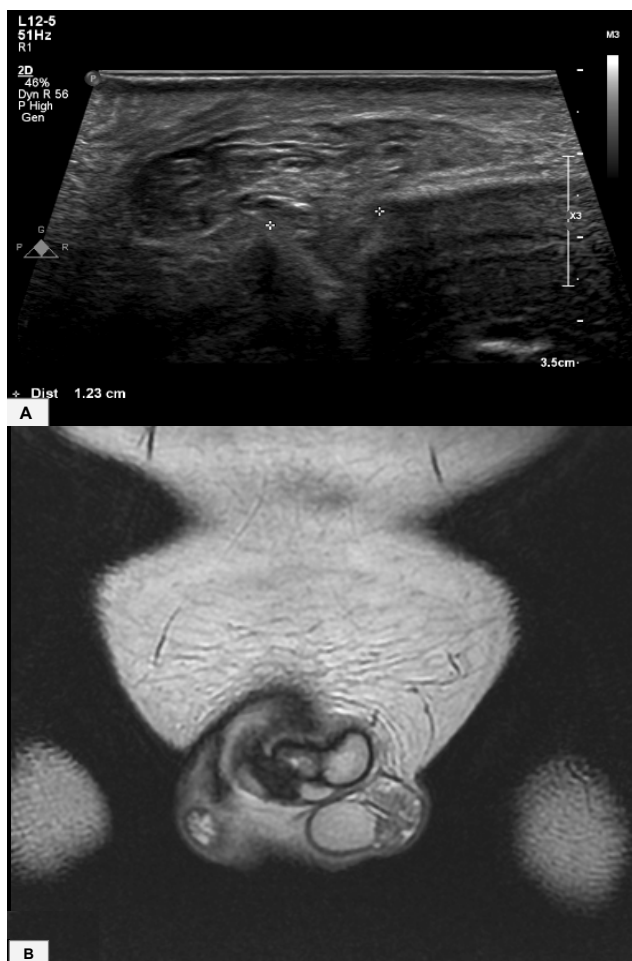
Ultrassonografia de pênis (A) ilustrando uma fratura peniana, em que se observa uma área de descontinuidade de túnica albugínea com hematoma adjacente. A imagem de RM ponderada em T2 no plano coronal (B) demonstra o mesmo achado, assinalando uma descontinuidade da túnica albugínea à direita (indicada pela linha de baixo sinal que contorna os corpos cavernosos), com hematoma associado representado pela área de hipossinal adjacente.
